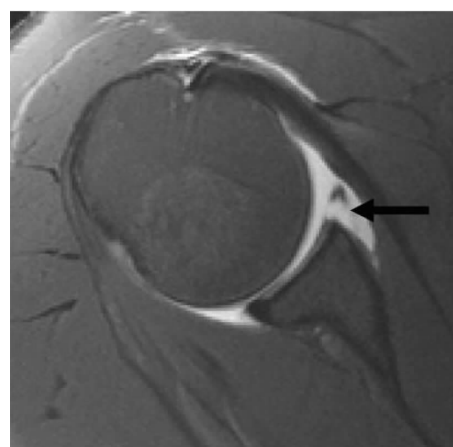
典型 Bankart 损伤的 MRI 表现 (箭头标记处)
